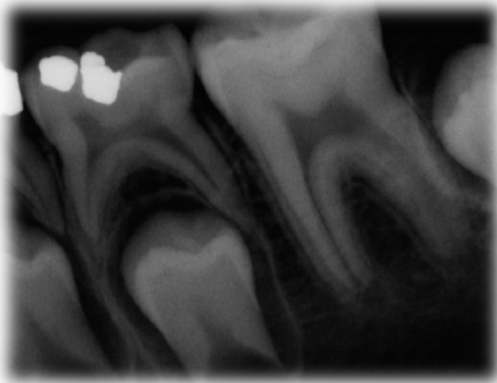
Radiografía de seguimiento a los 3 meses.
